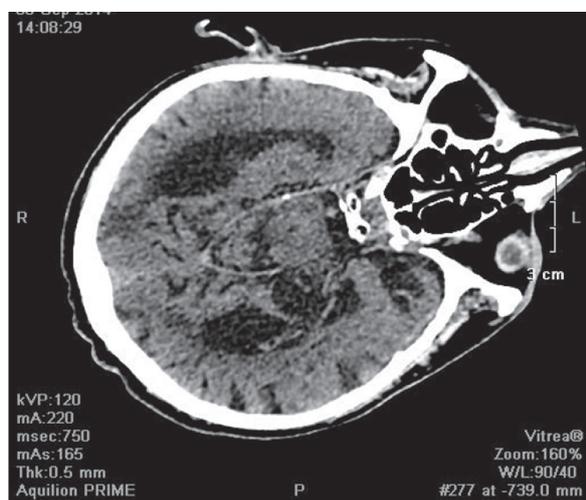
Компьютерная томография головного мозга пациента К.
